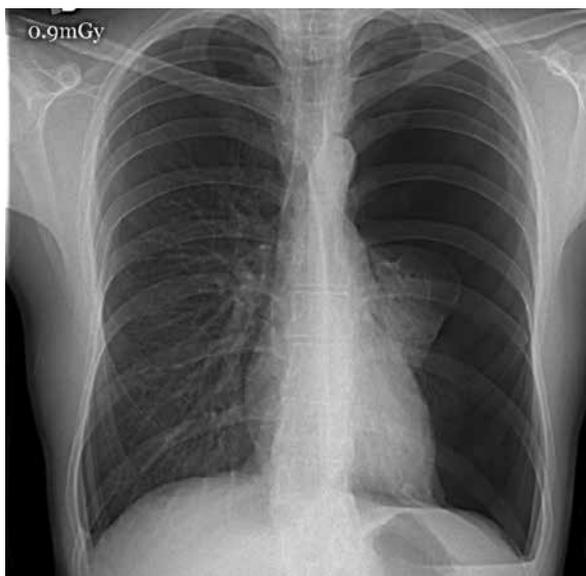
Radiografía de tórax PA: Neumotórax bilateral. Es mayor en el lado izquierdo con atelectasia total del pulmón.
